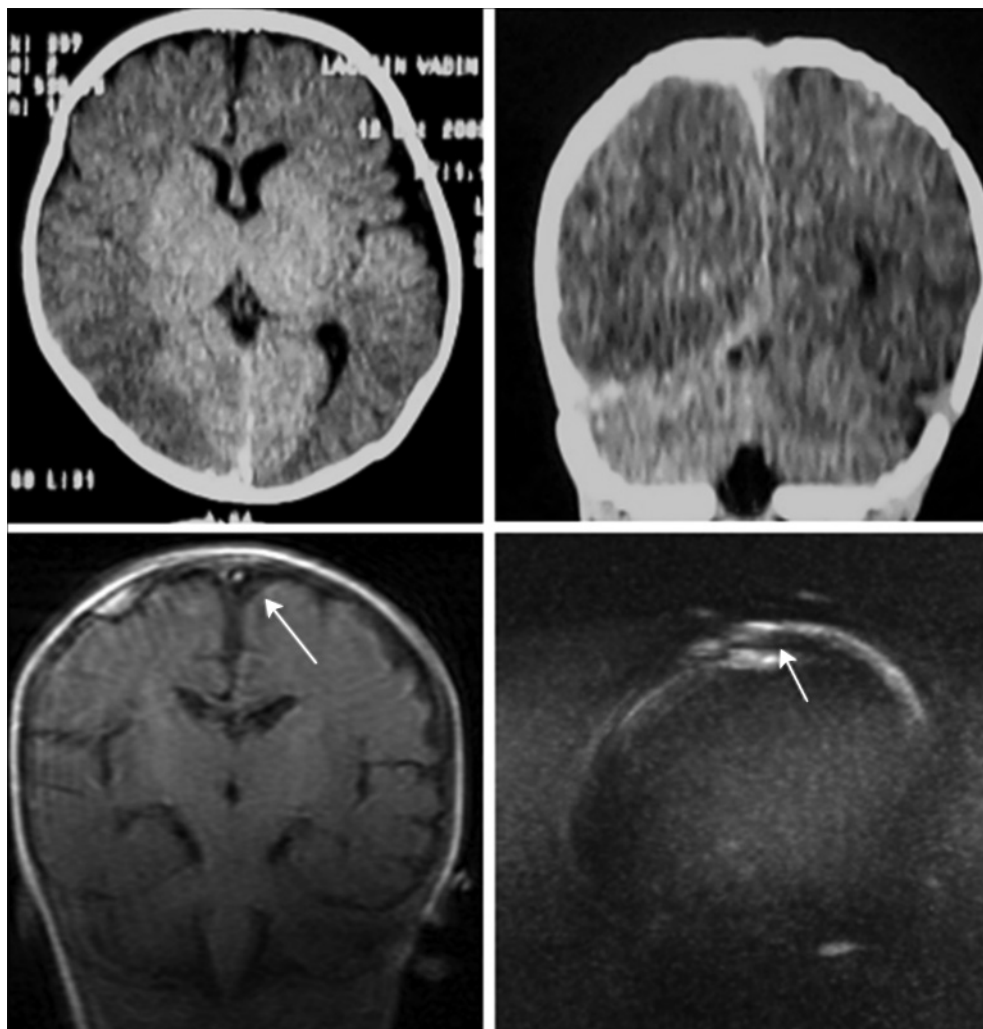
КТ (верхние снимки). Понижение плотности кортикально-субкортикального вещества мозга (больше справа), отек (больше задних отделов) правого полушария мозга, острая плоская субдуральная гематома, заходящая в межполушарную щель справа.
